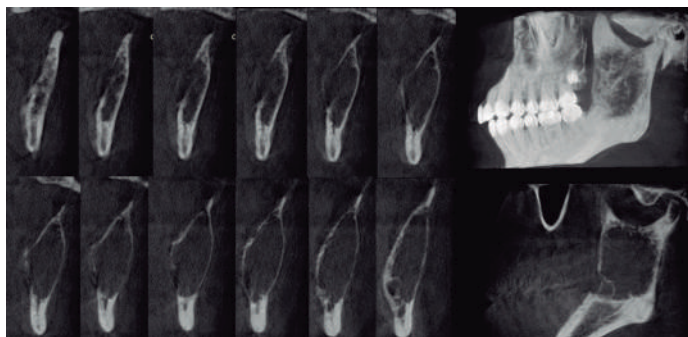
Odontogenic myxoma. Dental Cone Beam CT of the mandible showed extensive radiolucent and multilocular area with imprecise borders that extended from the mandibular left body, to the ipsilateral ramus with a "soap bubble" appearance
